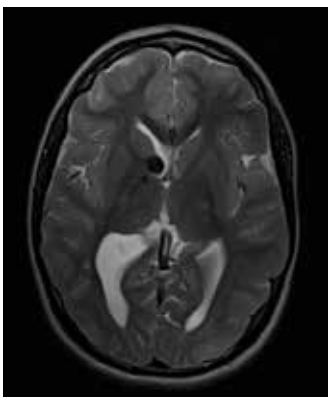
МРТ, T2-взвешенное изображение, аксиальный срез. Обызвествленная гигантоклеточная астроцитома в правом боковом желудочке (стрелка)
